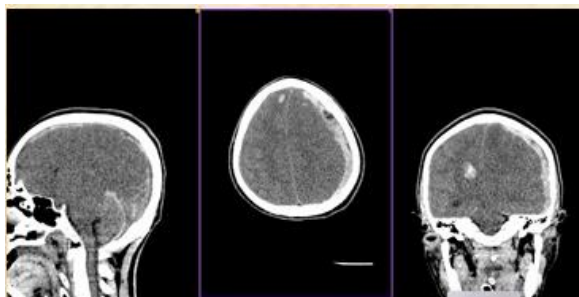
CT scan (non-contrast) showed an acute subdural hematoma with the swirl sign and associated intracerebral hemorrhage
